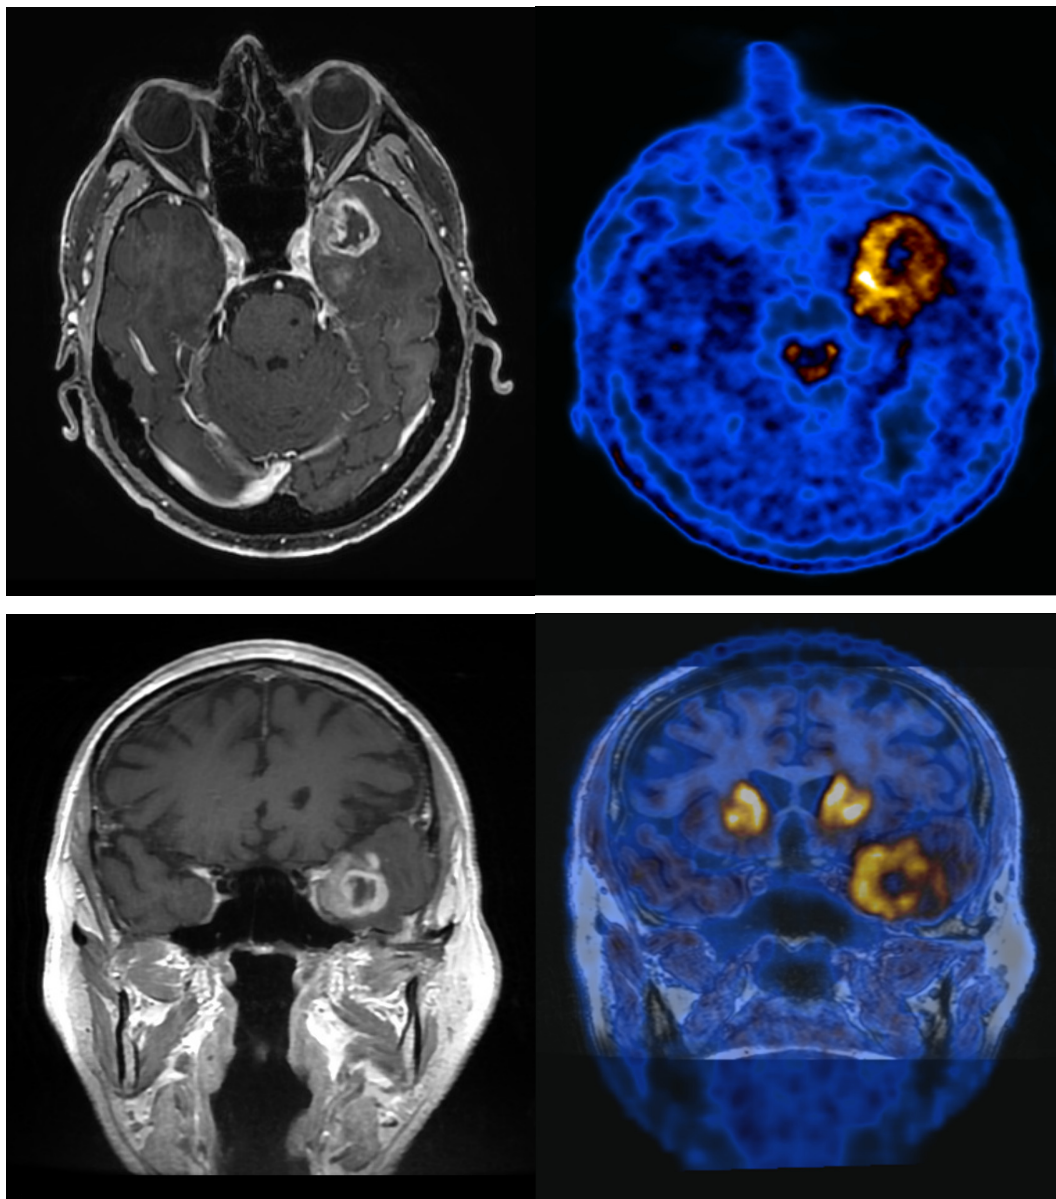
(Paziente 41) immagini di RM che mostrano una nuova lesione temporo-frontale sinistra; la PET conferma la nuova lesione ipercaptante la ¹⁸F-DOPA.
